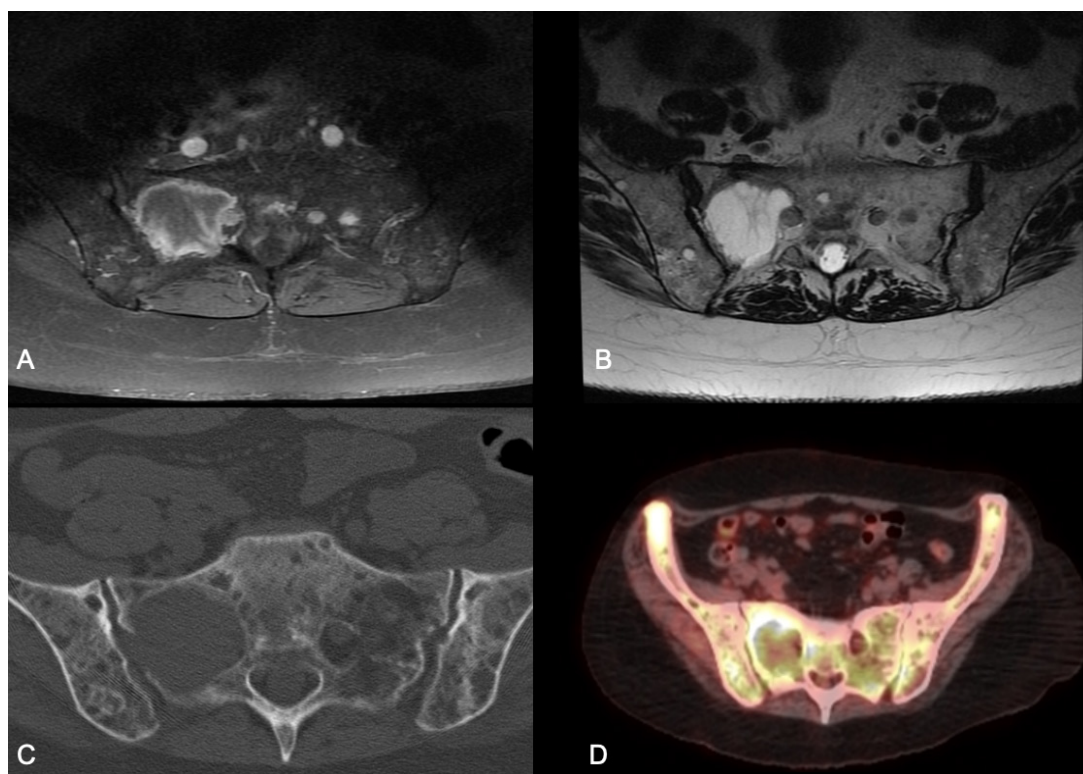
Volumosa lesão na asa sacral direita estendendo-se para a sacroilíaca correspondente e obliterando o forame sacral S1 direito com compressão da raiz emergente. Em (A) e (B), imagens axiais da RM, (C) corte axial da TC e após a fusão com PET (D).
